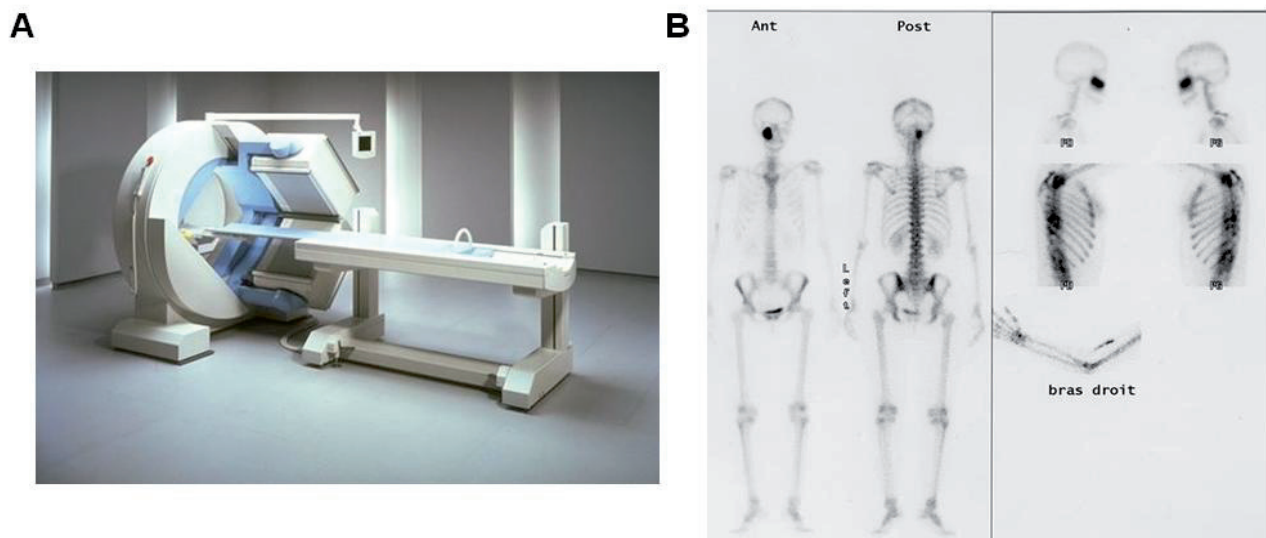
La scintigraphie osseuse.
